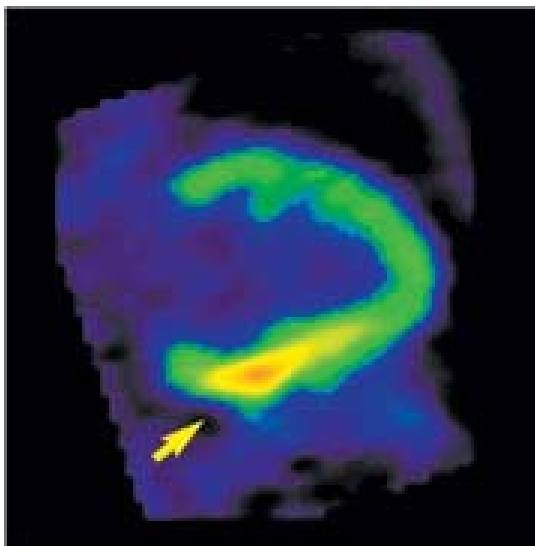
FDG-PET des gleichen Patienten wie in Abb.8, deutlich ist zu sehen (gelber Pfeil), dass gerade in den weniger durchbluteten Anteilen der Stoffwechsel erhöht ist. Hier spricht man von einem sogenannten Mismatch-Verhältnis. Die beiden Befunde scheinen sich zu widersprechen. Eine solche Befundkonstellation spricht für „Hibernating Myocardium“, welches von einer Revaskularisation profitieren könnte.
